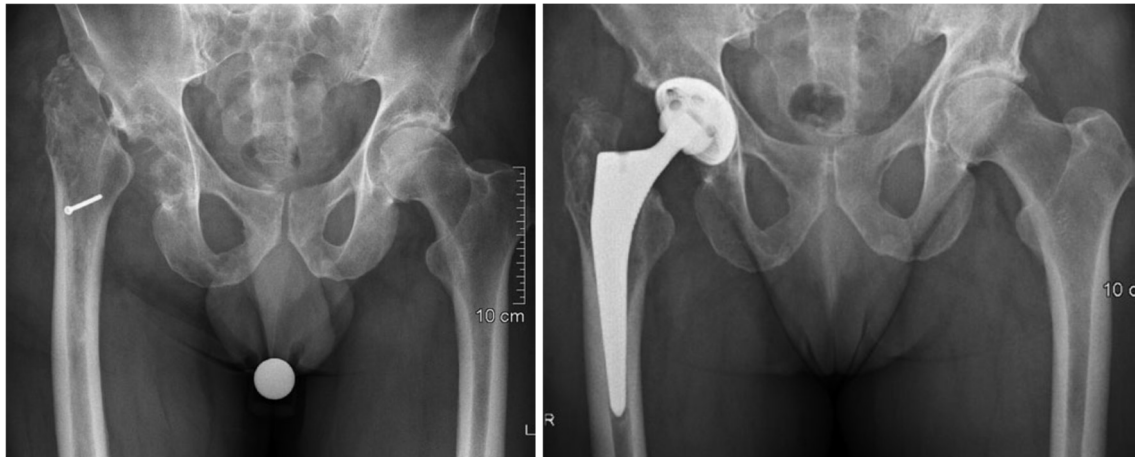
Girdelstone-Situation und Sicherung der Naht durch eine Schraube am Femur. Postoperatives Röntgen mit Reimplantierten HTEP nach acht Wochen [Hersche 2011].
